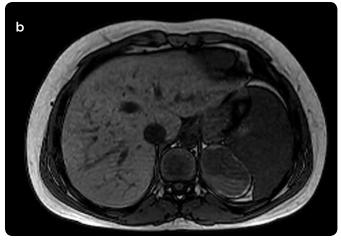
a) Imagen axial de RM potenciada en T1 en fase y b) en fuera de fase. La masa suprarrenal izquierda en su mayor parte es quística, con reborde de alta señal correspondiente con la calcificación periférica, visualizada en la radiografía de tórax. Nivel líquido-líquido, con el nivel inferior de alta señal por hemorragia. No se observa grasa macroscópica, ni caída de señal en la secuencia fuera de fase que sugiera grasa microscópica en la lesión. No tiene componente graso.
